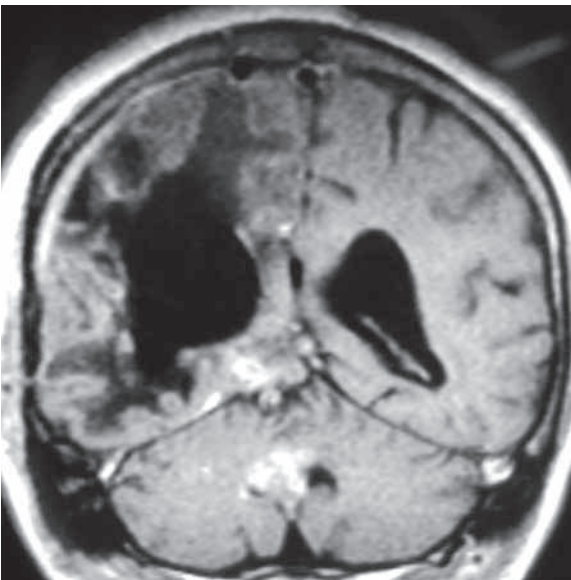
Ressonância nuclear magnética, corte coronal, imagem ponderada em T1 com contraste, mostrando status pós-operatório com ressecção completa da lesão.
